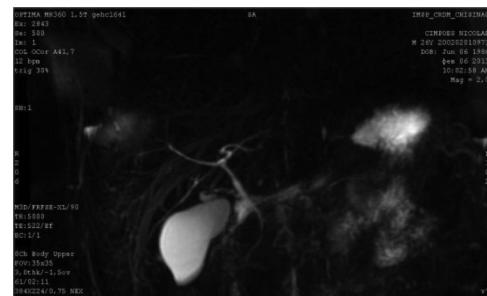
RMN Colangiografie.
